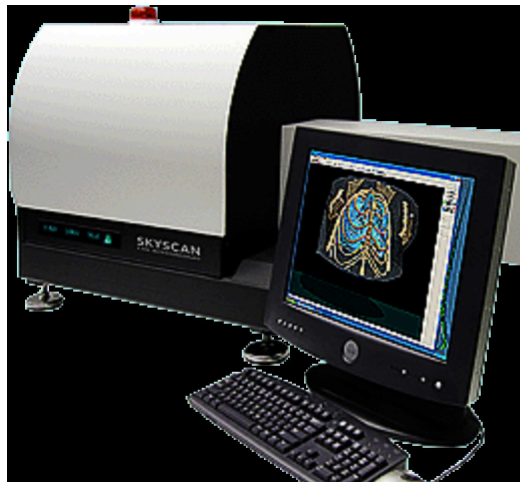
Skyscan 1076 micro-computed tomography.
